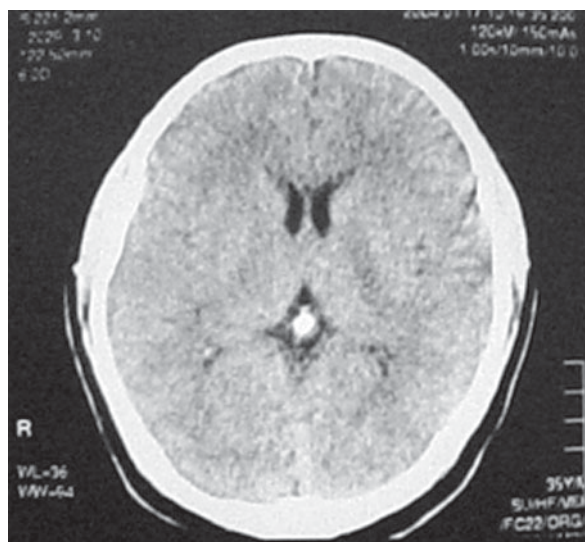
TC de cerebro sin contraste en el día de ingreso.
